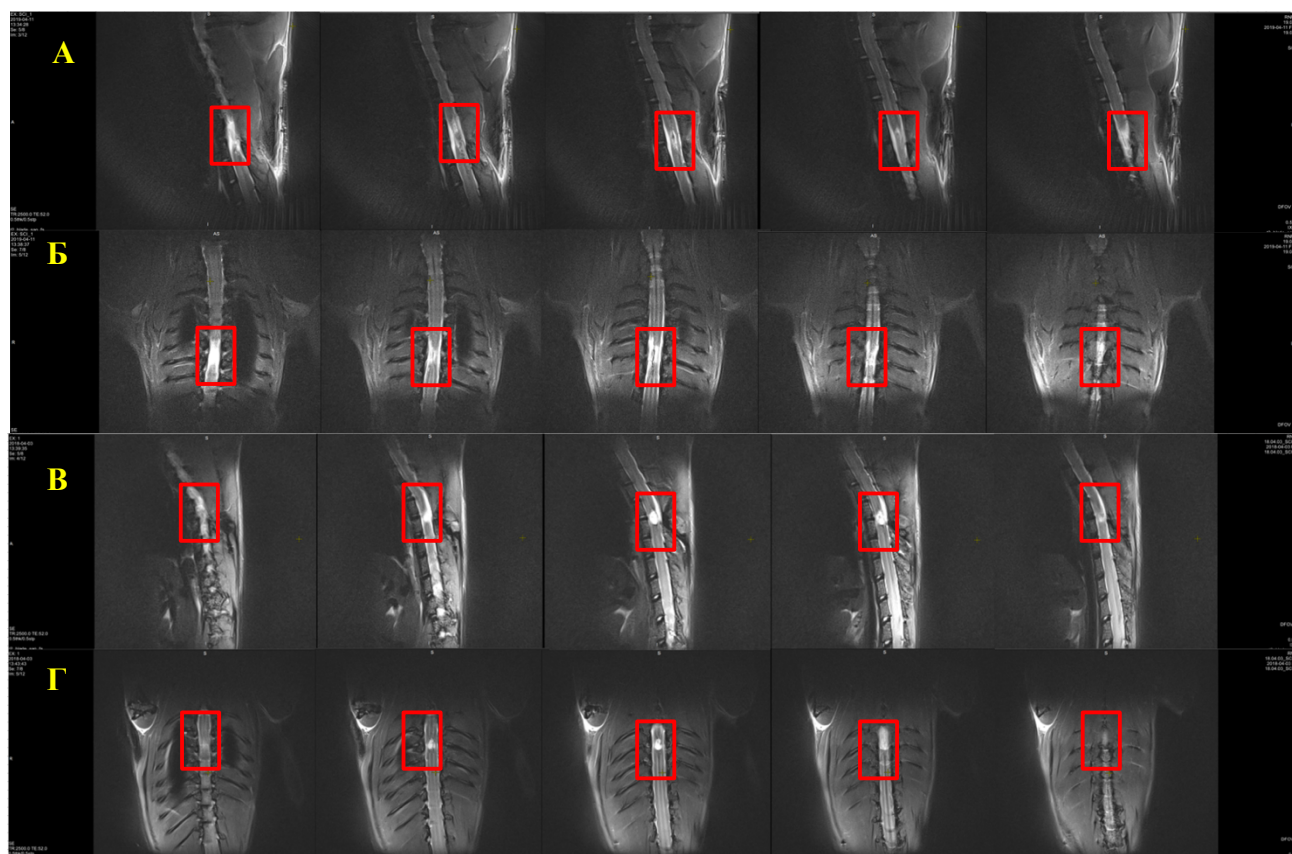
Визуализация спинного мозга через 4 недели после травмы с помощью метода МРТ. А - хроническое повреждение спинного мозга без образования сформированных кист в сагиттальной плоскости, представлены срезы 3-7 из 12; Б - хроническое повреждение спинного мозга того же животного без образования сформированных кист в аксиальной плоскости, срезы 5-9 из 12; В - посттравматическая киста спинного мозга в сагиттальной плоскости, срезы 4-8 из 12; Г - посттравматическая киста спинного мозга того же животного в аксиальной плоскости, срезы 5-9 из 12. Область травмы выделена рамкой.
